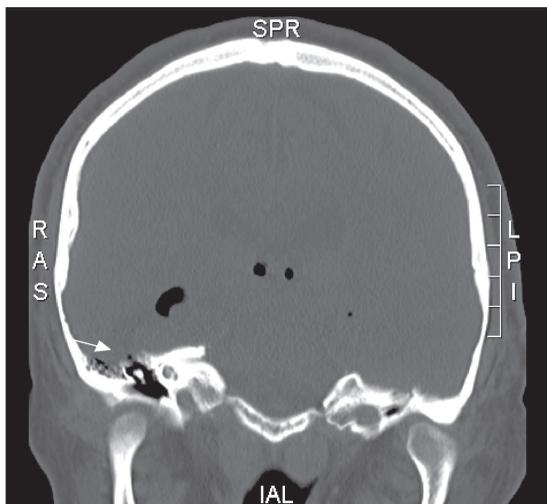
Imagen de TC cerebro con contraste. La flecha indica la presencia de una burbuja aérea en relación al *tegmen tympani* derecho. Destaca la presencia de aire en el parénquima cerebral.
